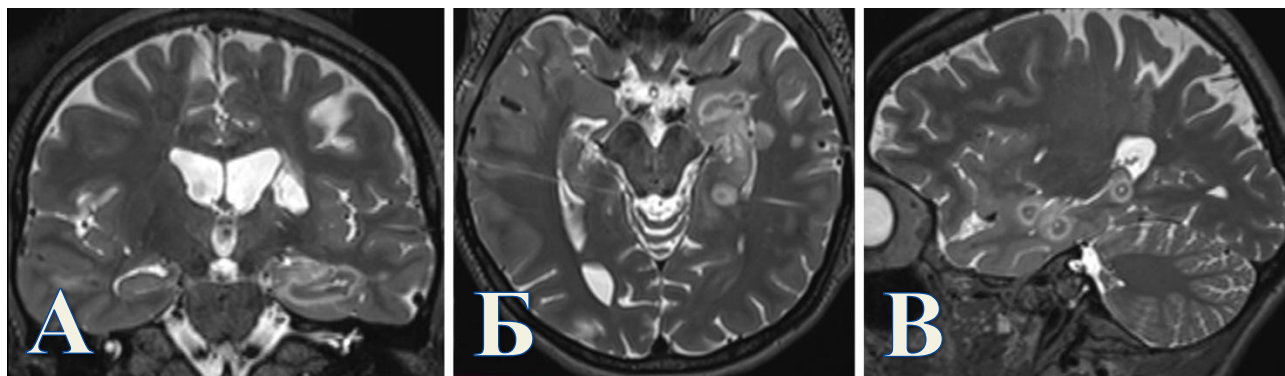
Контрольная МРТ головного мозга в последовательности Т2-ВИ после проведения радиочастотной термокоагуляции и удаления глубинных электродов у пациентки К. В медиальных отделах левой височной доли визуализируются зоны деструкции с умеренным перифокальным отеком. А. Коронарная проекция. Б. Аксиальная проекция. В. Сагиттальная проекция.
